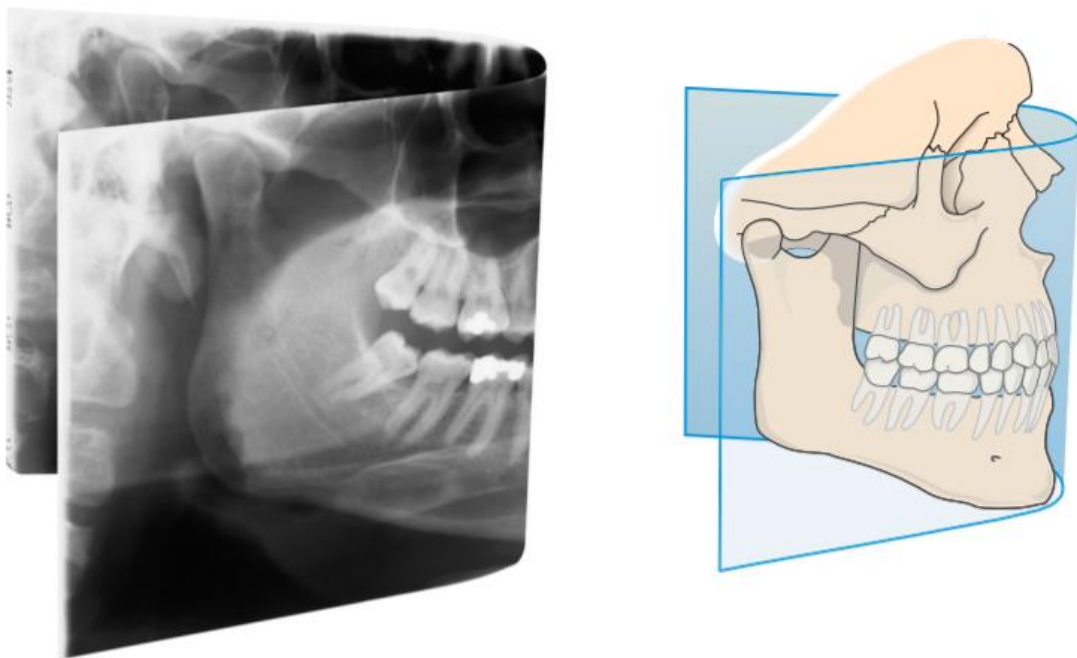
Áreas y funcionamiento de radiografía panorámica. Moore W. Kodak Dental radiography series, San Antonio, Texas, Estados Unidos, 2003
